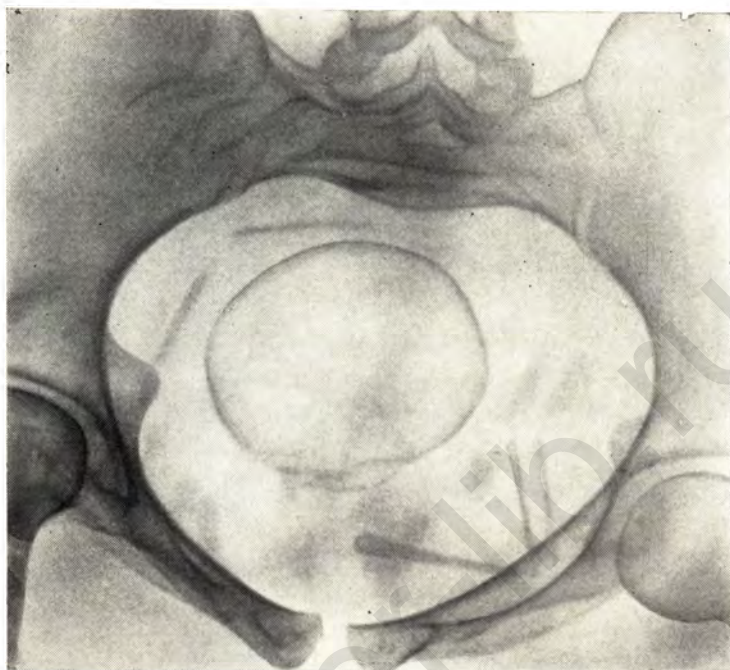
Рентгенограмма входа в таз. Косо поставленный таз при сколиозе поясничного отдела позвоночника. Поперечный размер больше прямого на 2,5 см. Ости седалищных костей и мыс крестца выступают в полость таза.
